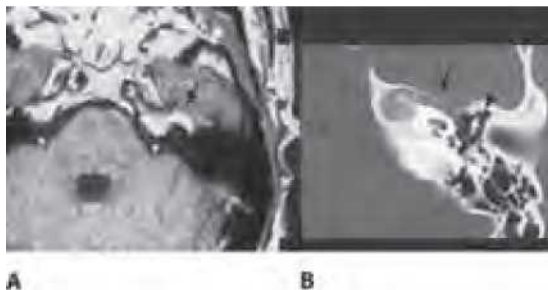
Hemangioma geniculato. A. Vista axial, la imagen por resonancia magnética (MRI) ponderada en T1 con contraste de gadolinio que muestra una lesión con reforzamiento en la vecindad del ganglio geniculado (flecha). B. Rastreo por tomografía computarizada (CT) del hueso temporal que deja ver una lesión expansible con erosión ósea moderada (flecha). Hay hojuelas de calcio características dentro del tumor. El martillo y el yunque también se identifican como referencia (punta de flecha).
